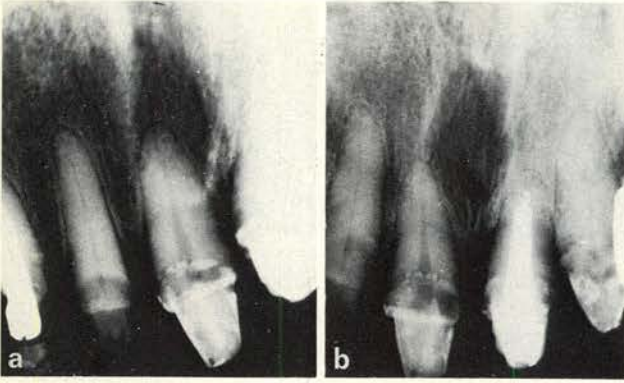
Een nog niet geheel afgevoerde wortelpunt wordt op de röntgenfoto gekenmerkt door een omgekeerde trechtervorm en een enigszins verbrede paradontaallijn.
